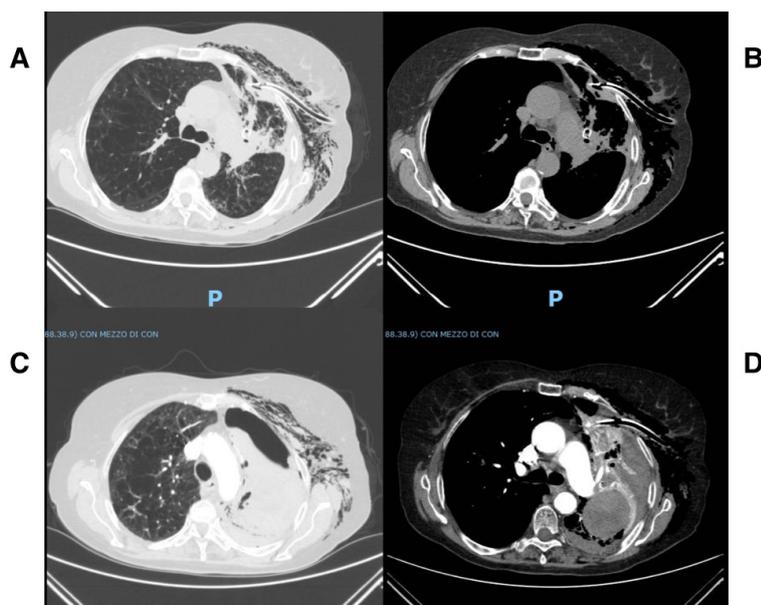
A e B TC torace senza mezzo di contrasto, finestre parenchima e mediastino: pneumotorace sinistro con posizionamento di drenaggio pleurico, valvola endobronchiale nel ramo linguale; C e D TC torace con mezzo di contrasto, finestre parenchima e mediastino: idropneumotorace da emotorace sinistro con lacerazione del segmento apicale del lobo inferiore di sinistra.
